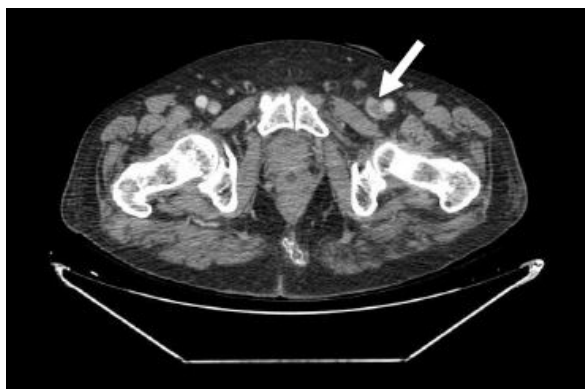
Imagen de TC de abdomen y pelvis (09/08/2018) donde se aprecia la trombosis en vena femoral común izquierda (flecha blanca).
